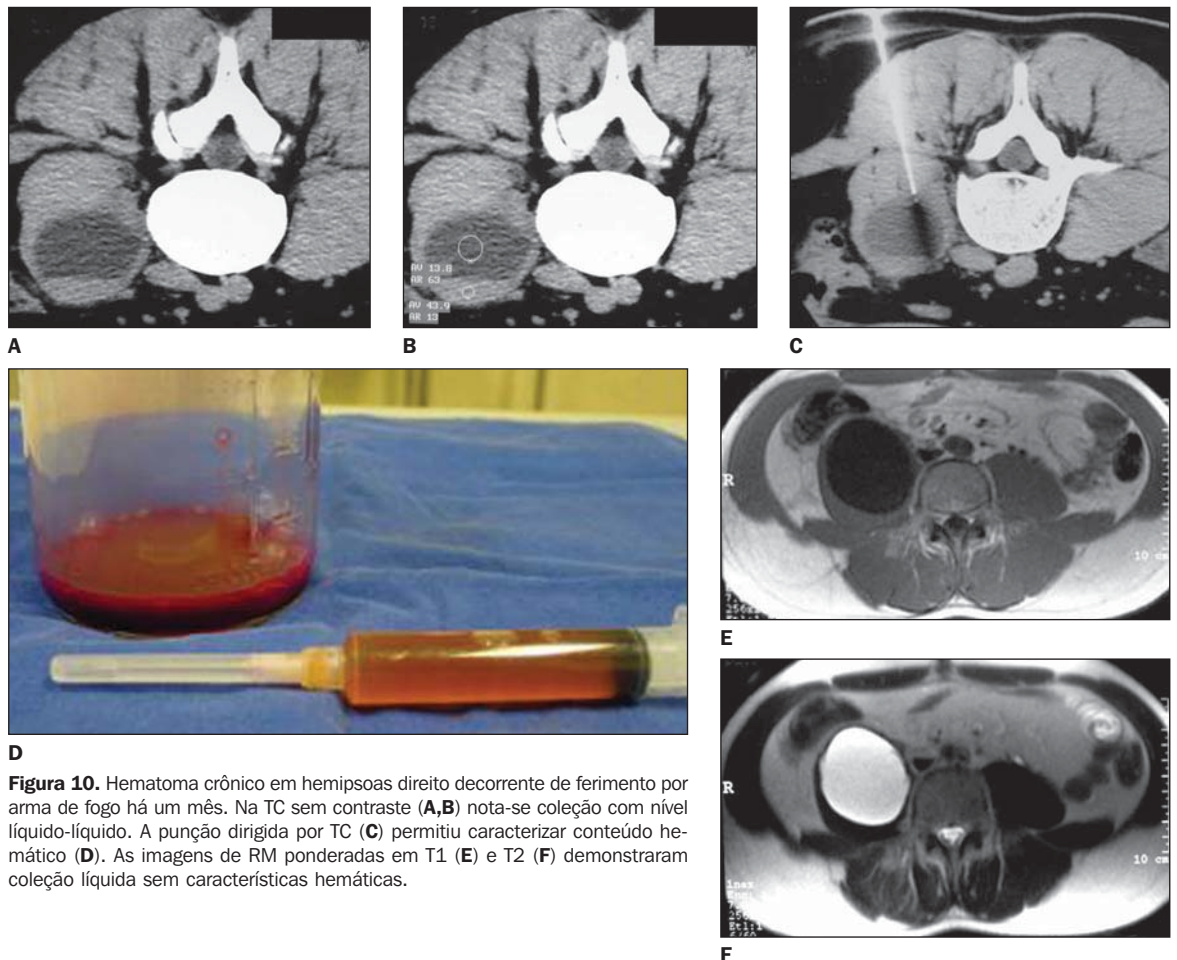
Hematoma crônico em hemipsoas direito decorrente de ferimento por arma de fogo há um mês. Na TC sem contraste (A,B) nota-se coleção com nível líquido-líquido. A punção dirigida por TC (C) permitiu caracterizar conteúdo hemático (D). As imagens de RM ponderadas em T1 (E) e T2 (F) demonstraram coleção líquida sem características hemáticas.
